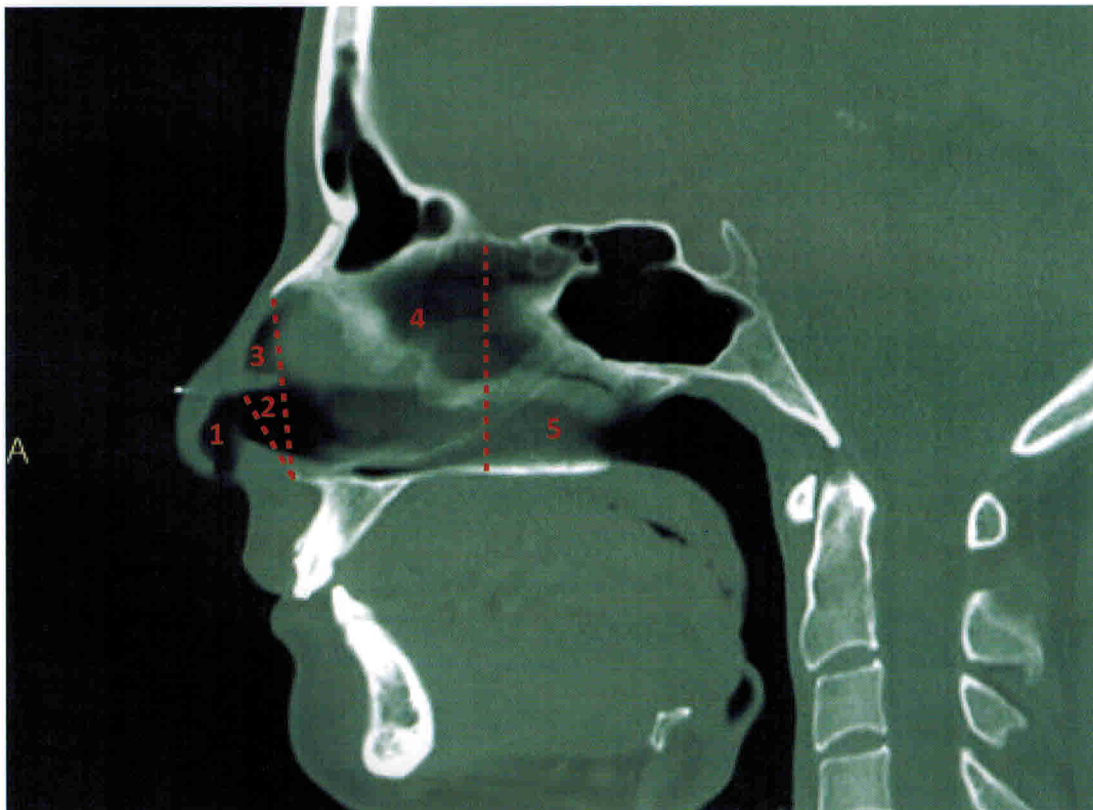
МСКТ, МРР, сагиттальная плоскость: 1 – область ноздрей; 2 – проекция внутреннего носового клапана; 3 – область под хрящевым сводом; 4 – область передних частей нижней и средней носовых раковин; 5 – область задних частей нижней и средней носовых раковин.
